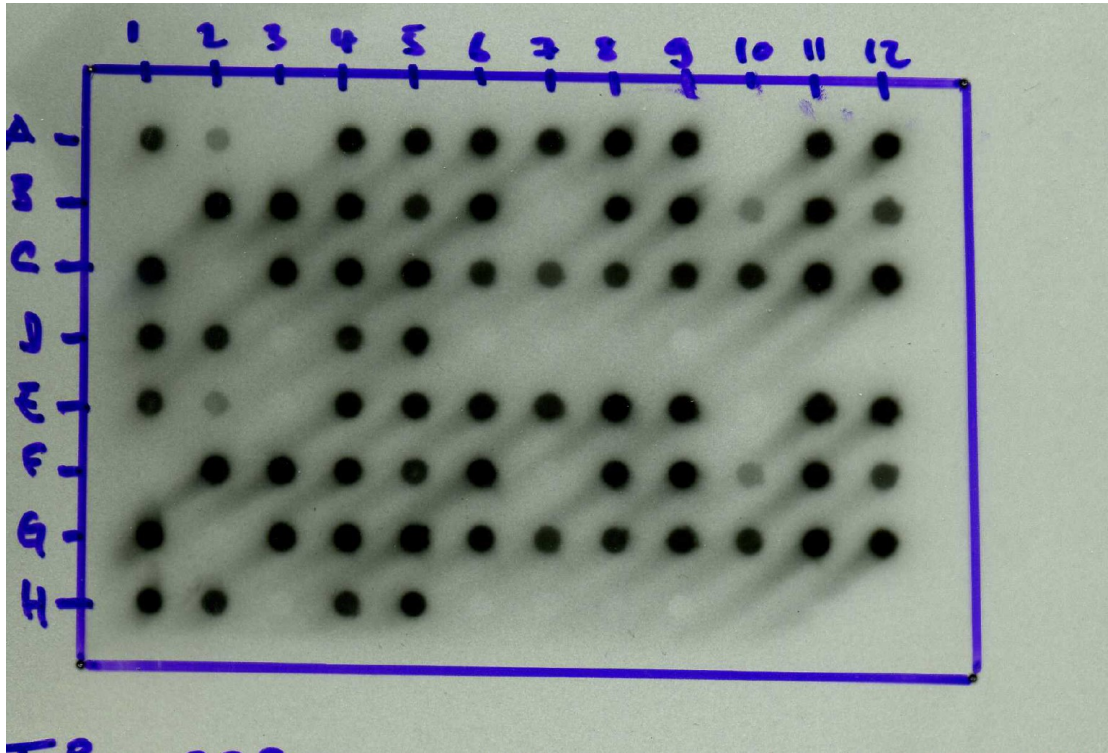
Autoradiographie
